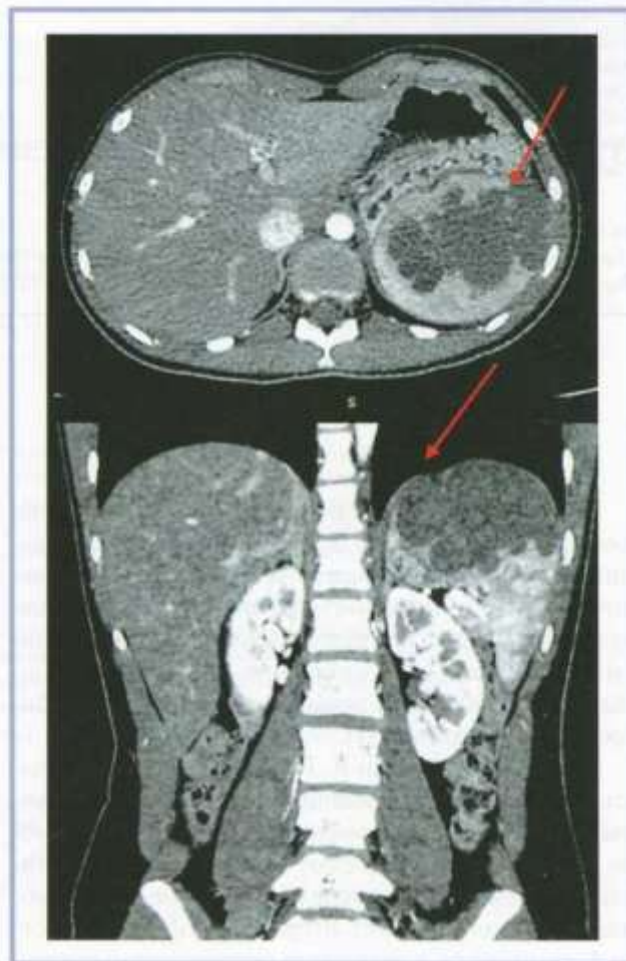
Компьютерная томограмма брюшной полости в двух проекциях этой же пациентки.
